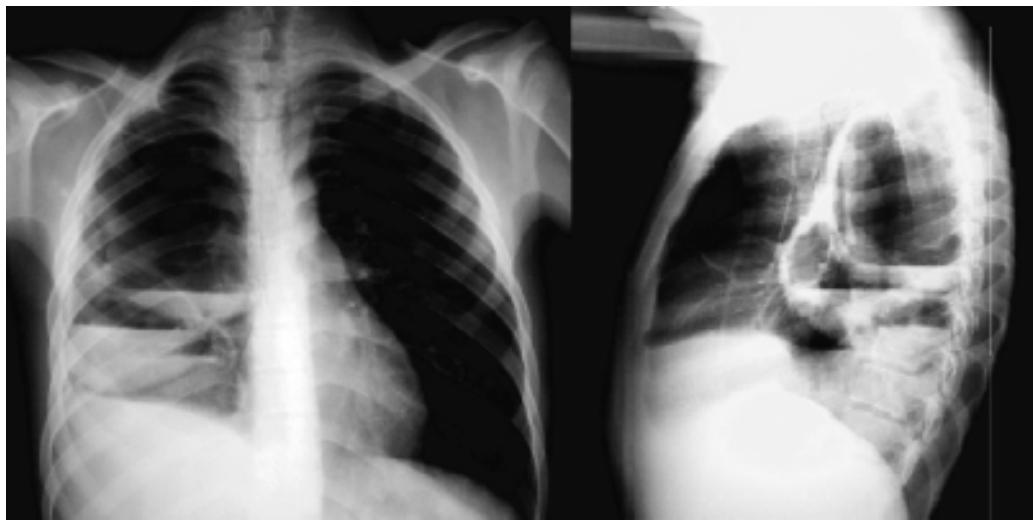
Absceso hepático abierto a cavidad pleural: Telerradiografía de tórax y lateral derecha de tórax. Elevación hemidiafragma derecho. Derrame pleural derecho posterior. Tres niveles hidroáreos en hemitórax derecho, contenidos en tres imágenes redondeadas de pared delgada.
